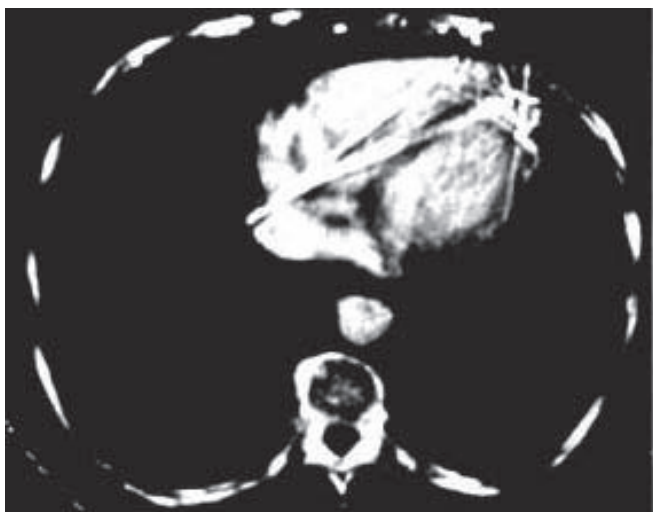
検出器を心拡張期に同期させて撮影した心臓CT(線状アーチファクトはペースメーカーのワイヤによるもの)。
